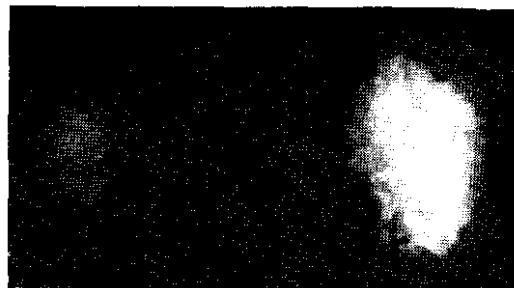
Статическая сцинтиграмма (^{197}Hg -промеран) больной с хроническим правосторонним пиелонефритом и системной АГ.
